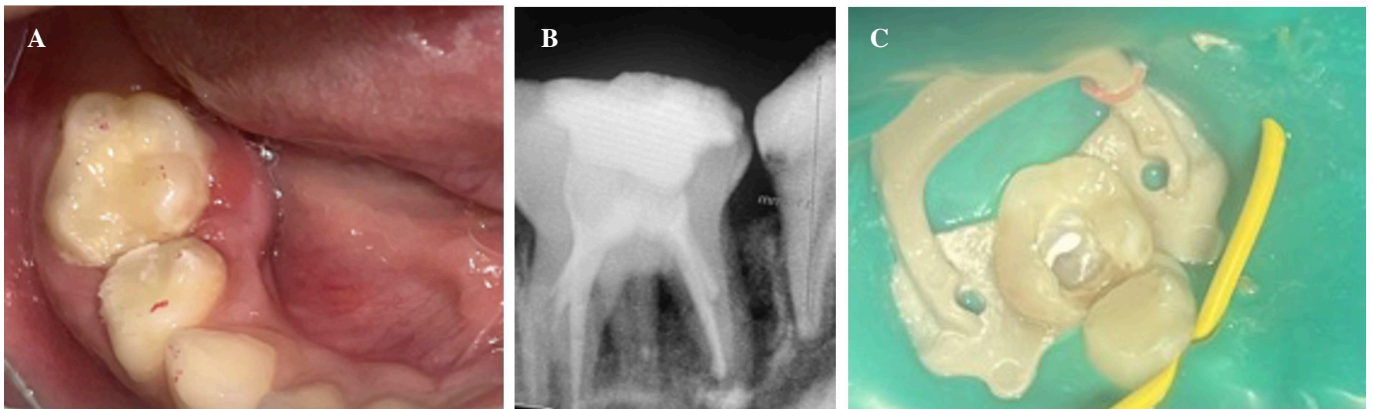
Case report #1. A. Intraoral photograph showing abscess on the lingual surface of U.D. 8.5. B. Periapical radiograph at 7-day follow-up. C. Photograph of U.D. 8.5 under rubber dam isolation.
